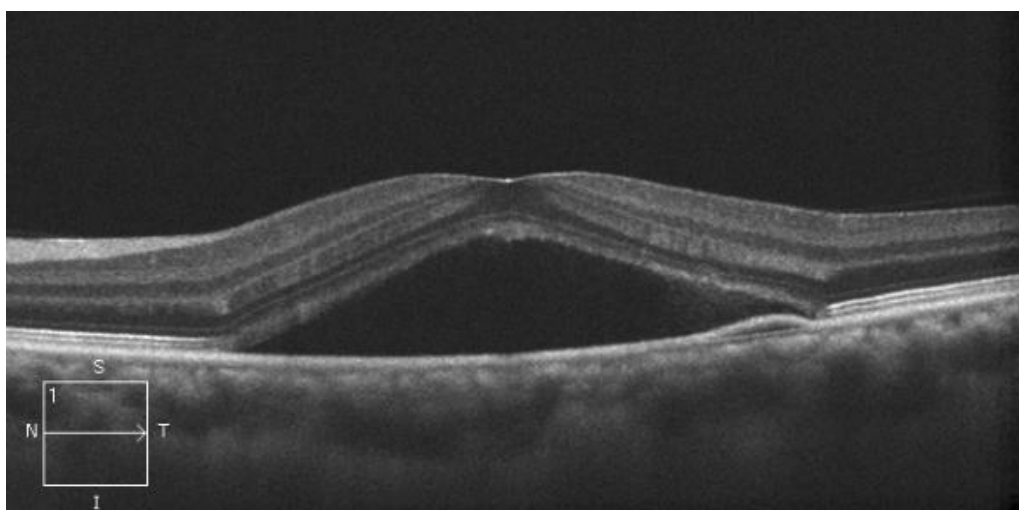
Приклад зображення, отриманого методом оптичної когерентної томографії [20]
